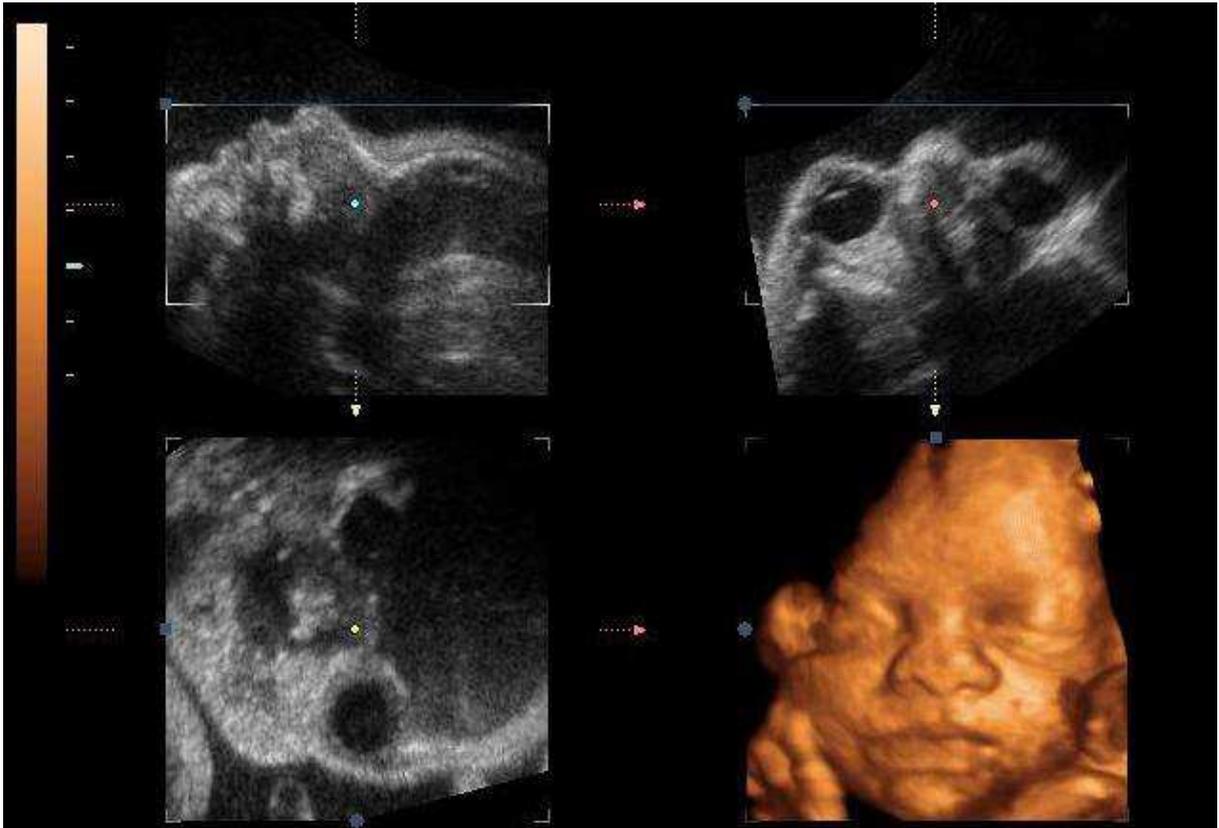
Imagem de ultrassonografia obstétrica em 3D (Própria).
